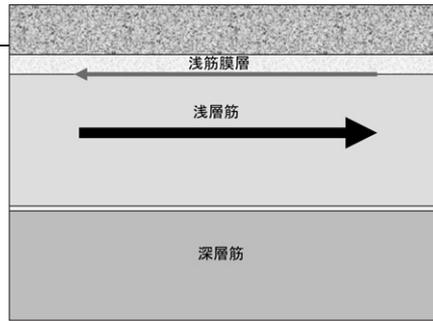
筋が収縮する際に、浅筋膜層との間で滑走が生じるところが超音波で観察できる。この滑走が少ないと筋収縮が強くなければならない(『皮膚運動学』p.36より)
